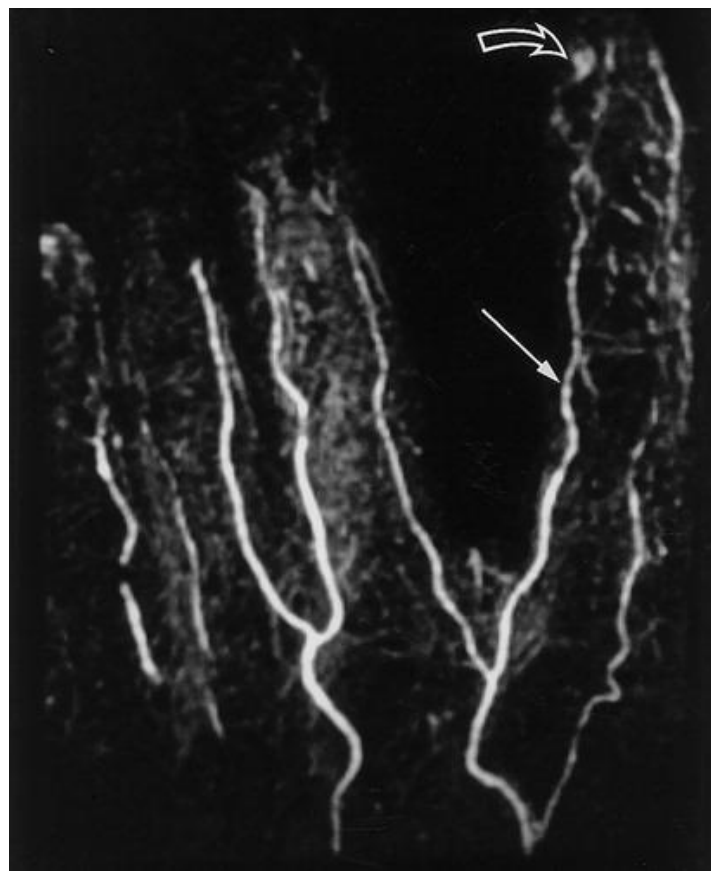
Prikaz MRI angiograma poplitealnog područja koji pokazuje potpunu okluziju poplitealne arterije lijeve noge
